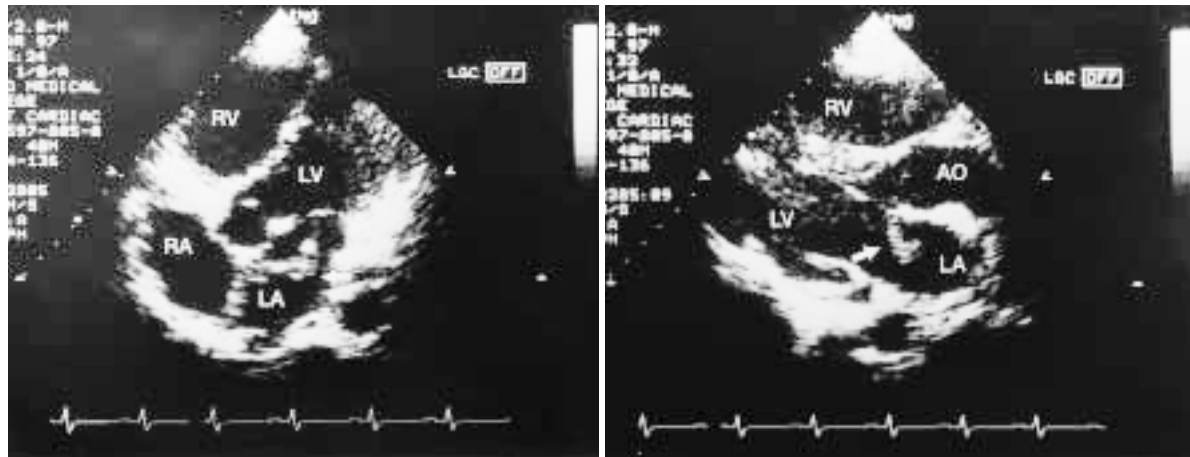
Transthoracic echocardiogram from the apical view (*left*) and parasternal long-axis view (*right*) showing the right atrium and right ventricle enlargement and a mobile mass (3.5 × 1.0 cm) attached to the left atrium (arrow)
